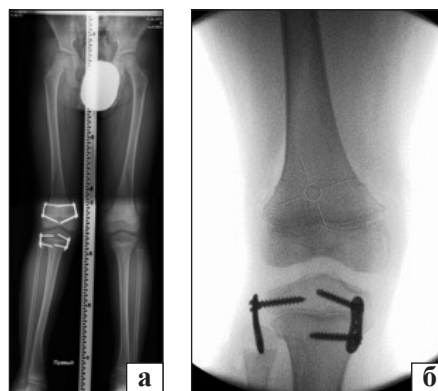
Рентгенограми пацієнта К., 7 років: а) формування вальгусної деформації в процесі лікування; б) розблокування латеральної НЗ великогомілкової кістки з метою корекції
